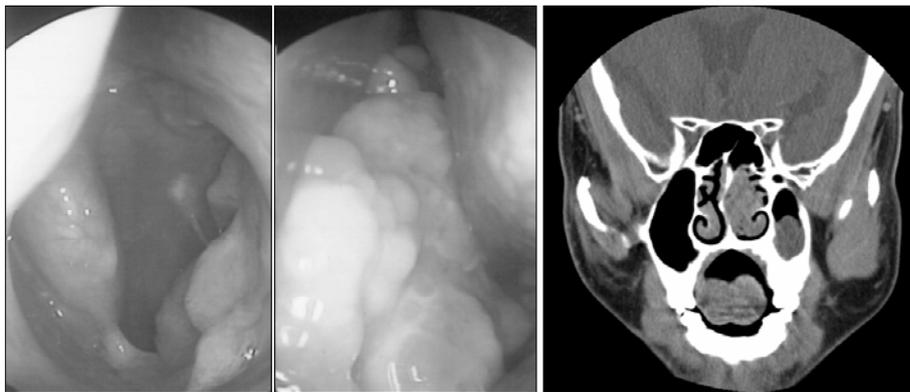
Nasal papilloma. The patient complained of snoring and sleep apnea but he didn't feel nasal obstruction. After removal of the nasal papilloma, his snoring and sleep apnea disappeared. The endoscopic finding is right picture and the coronal view of CT is left.
